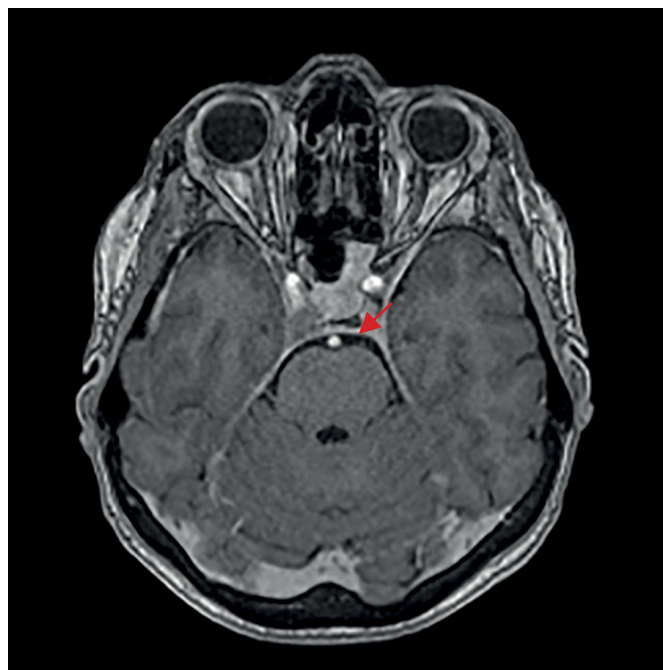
МРТ головного мозга перед второй операцией (повторной трансназальной аденомэктомией), 2022 г.
